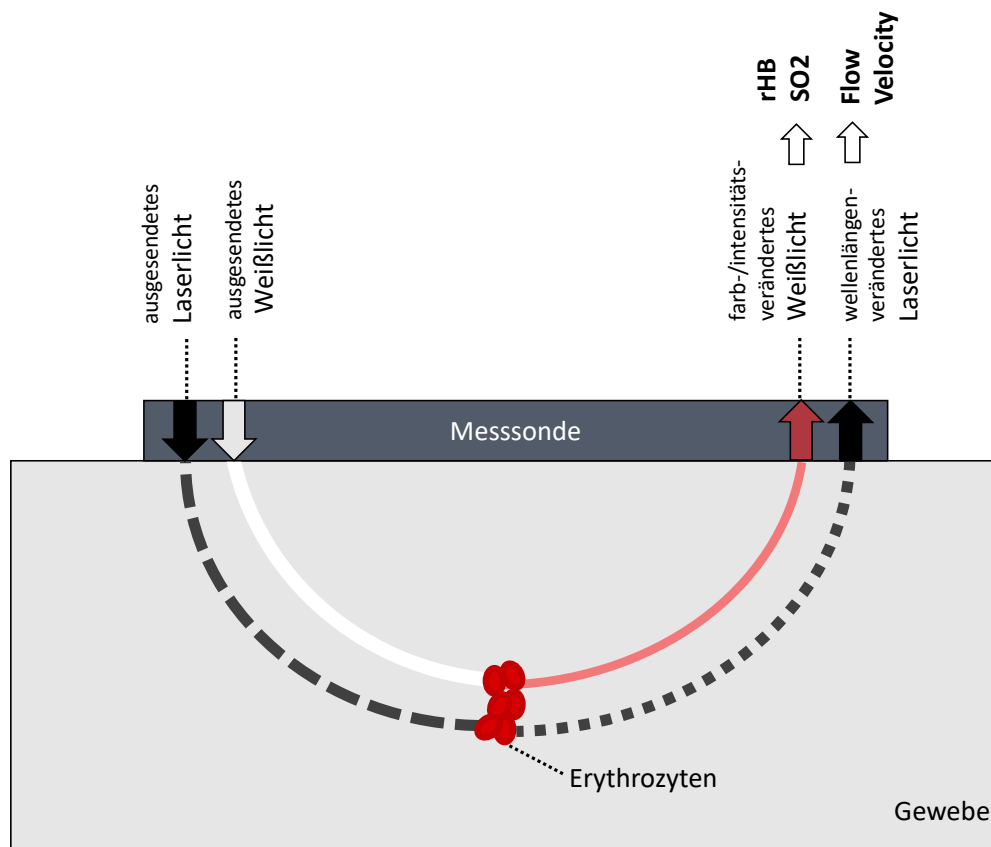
O2C-Messtechnik. Vereinfachte Darstellung von Weißlichtspektroskopie und Laser-Dopplerverfahren (in Anlehnung an [100]).
